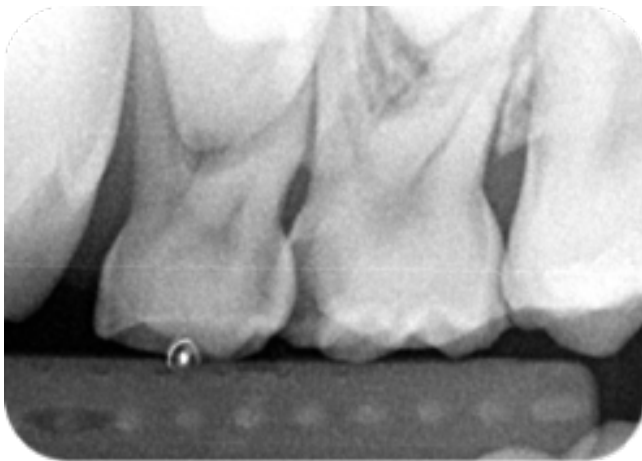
Radiographie pré-opératoire de 65.
